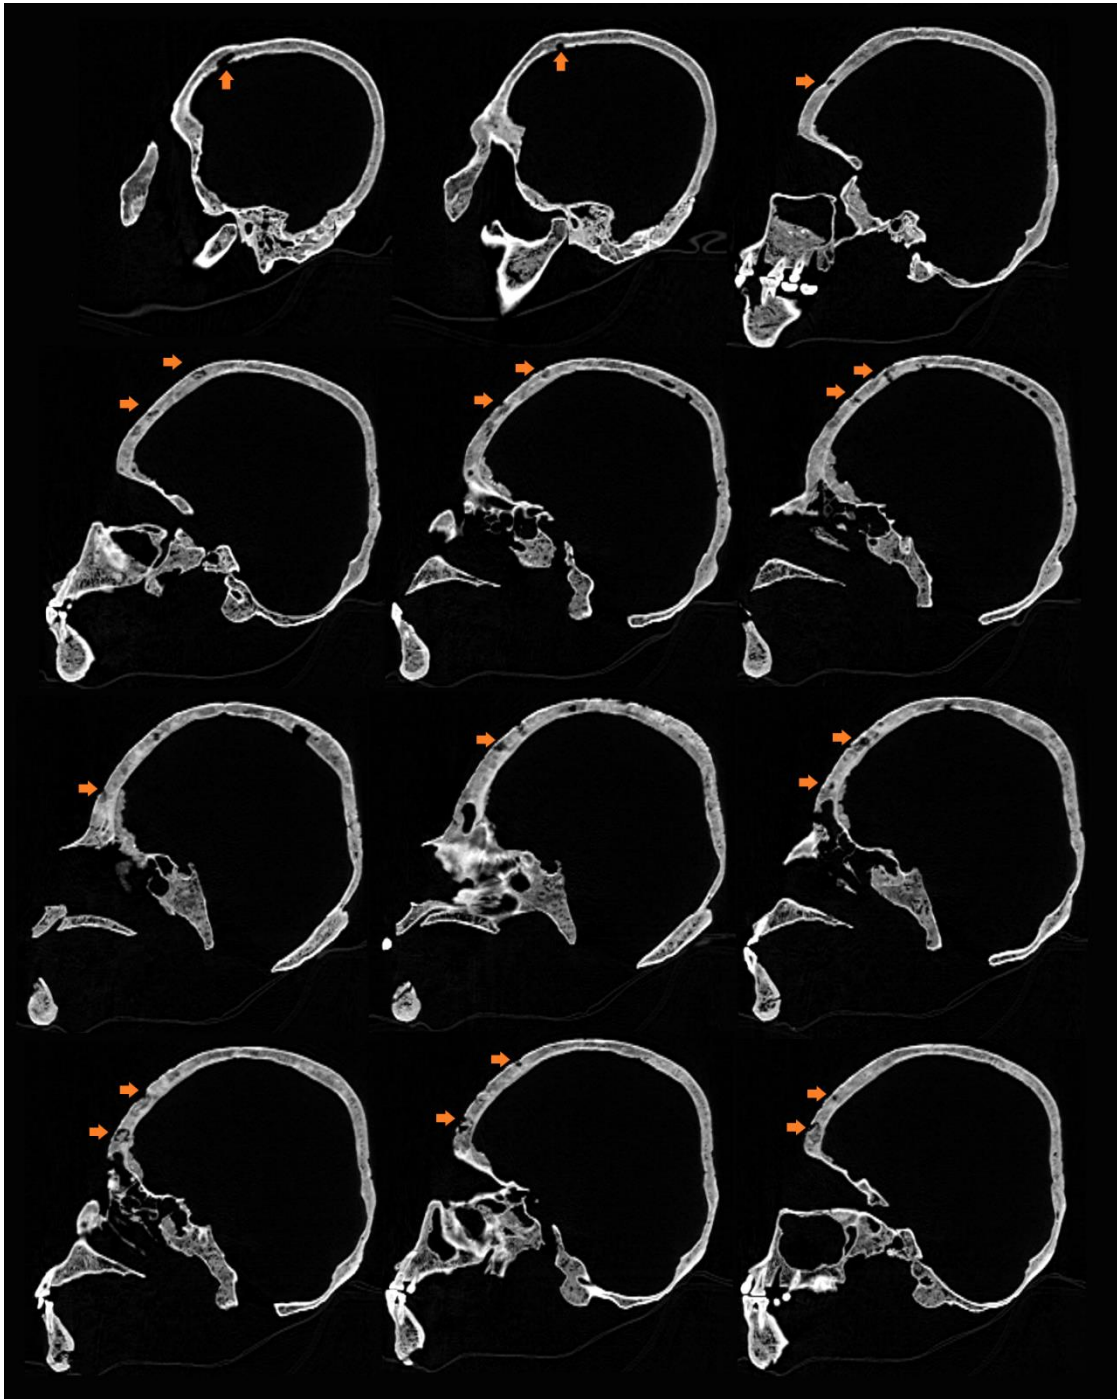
Cortes sagitales de la tomografía del cráneo del entierro 122. Imágenes propias.
